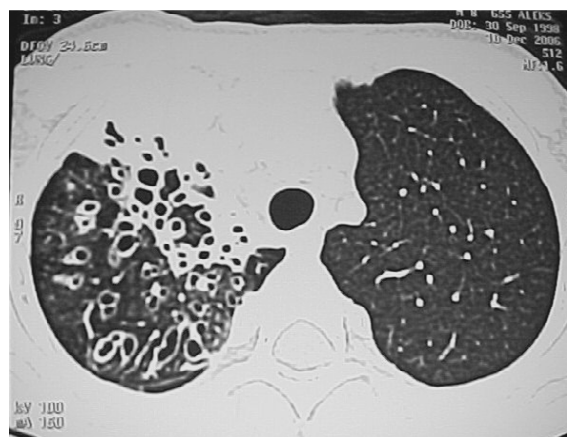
Aspecto da tomografia computadorizada de bronquiectasias em lobo superior do pulmão direito. Brônquios dilatados com paredes espessadas.
